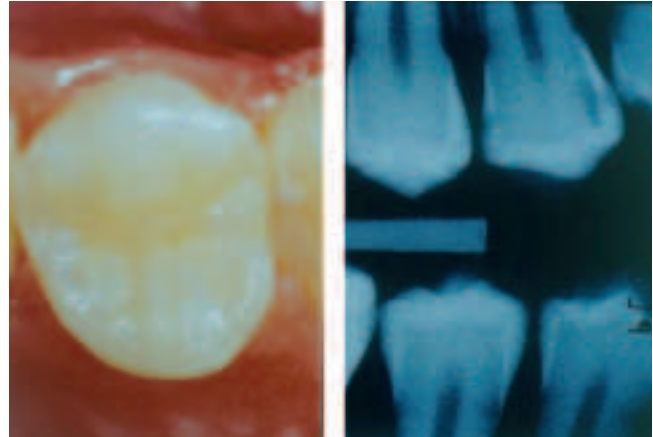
links Intakte Okklusallfläche von Zahn 14. Rechts: Bissflügelröntgenaufnahme mit Schmelz-Dentin-Karies an Zahn 14 mesial
